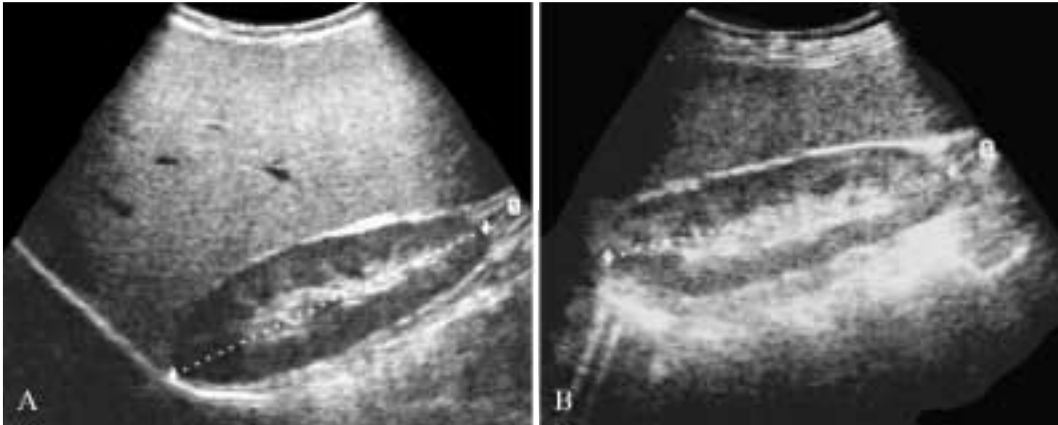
Immagini ecografiche, reni ingranditi: A) diametro longitudinale del rene destro = 13,7 cm - figura 4; B) diametro longitudinale del rene sinistro = 13,6 cm - figura 5 (stesso paziente della figura 3).
